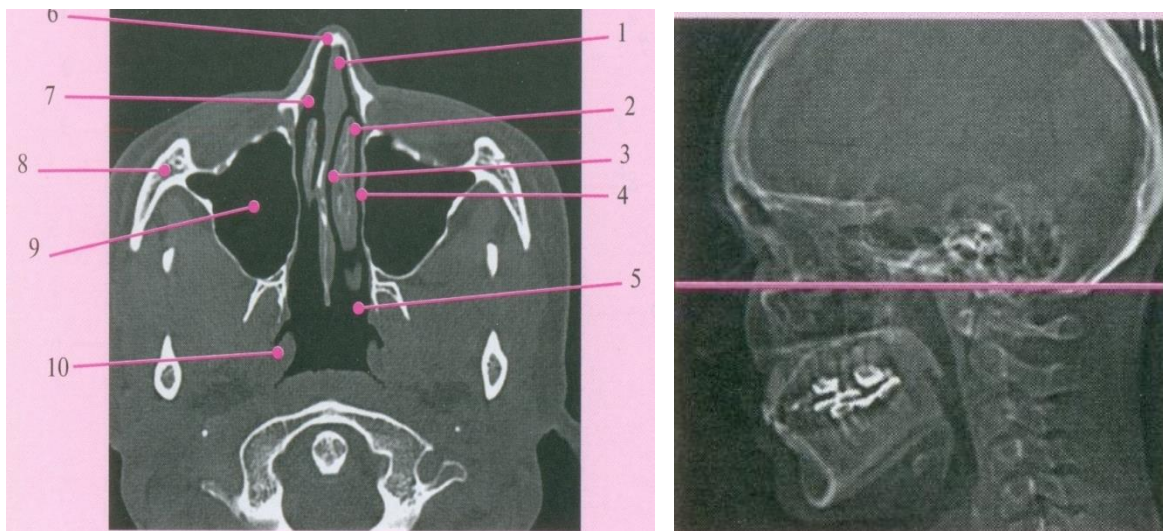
6.- КТ носа и околоносовых пазух (аксиальная проекция)
